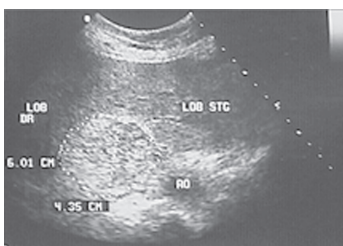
Examen ecografic.
